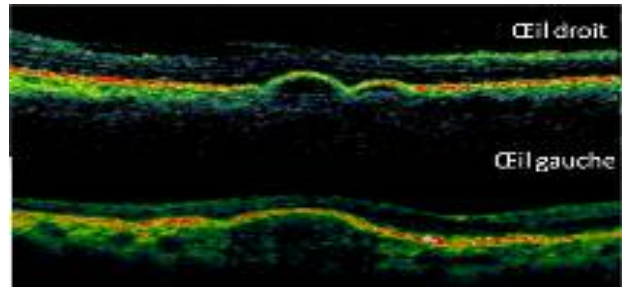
Coupes tomographique après dégression de la corticothérapie : réapplication des décollements de l'épithélium pigmentaire avec disparition des DSR.
